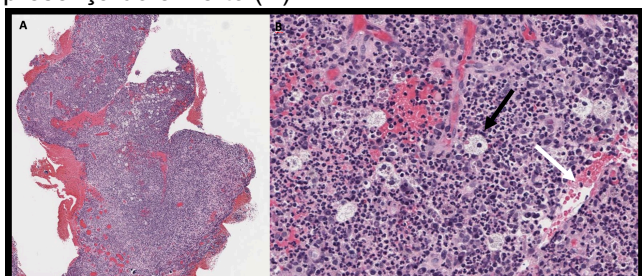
Exame anatomopatológico compatível com granuloma periapical em menor aumento (A); Processo inflamatório crônico com presença de macrófagos (seta preta) e vasos hiperemiados (seta branca) (B).
